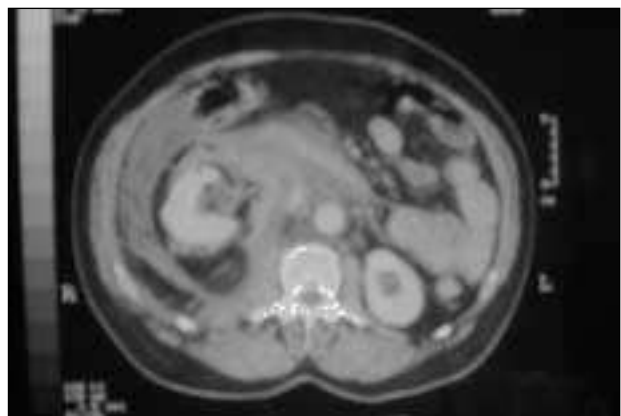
TC abdominal: hemorragia retroperitoneal. Rotura miolipoma suprarrenal derecho.
